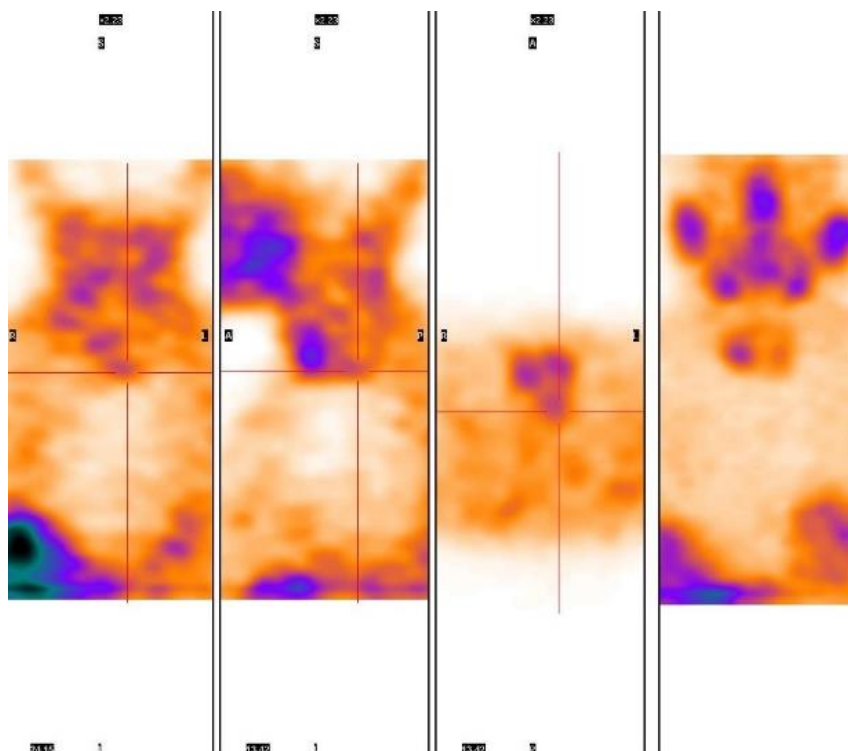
Сцинтиграмма. Определяется очаг гиперфиксации РФП паратрахеально слева
